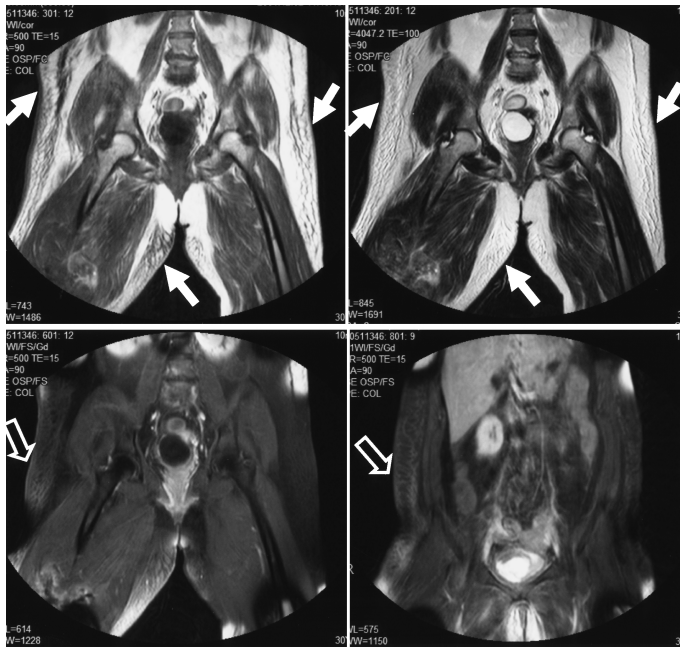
Follow up MRI of case 3 after the amputation at the middle of thigh and debridement
